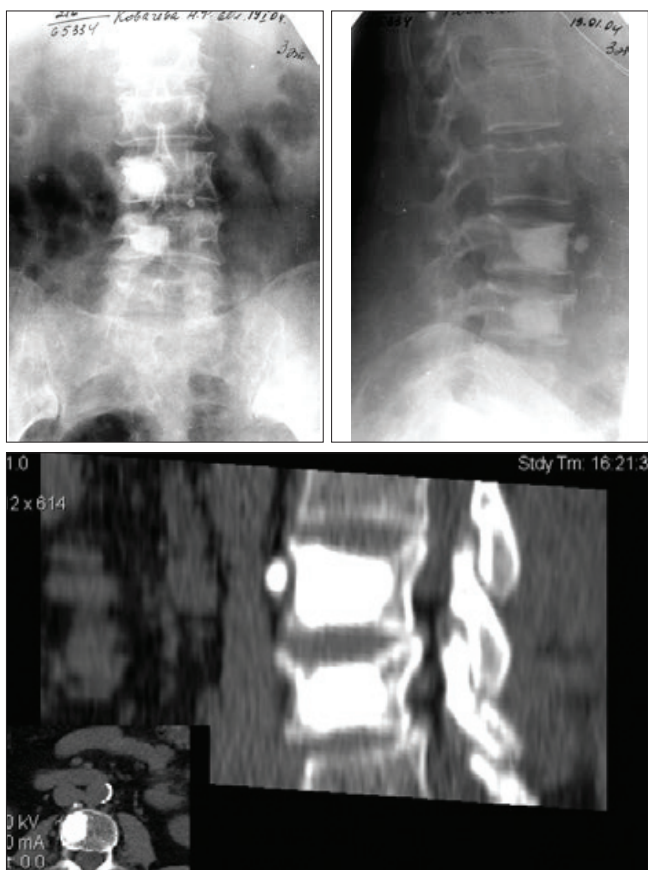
Фотоотпечаток с рентгенограмм и компьютерных томограмм после вертебропластики
